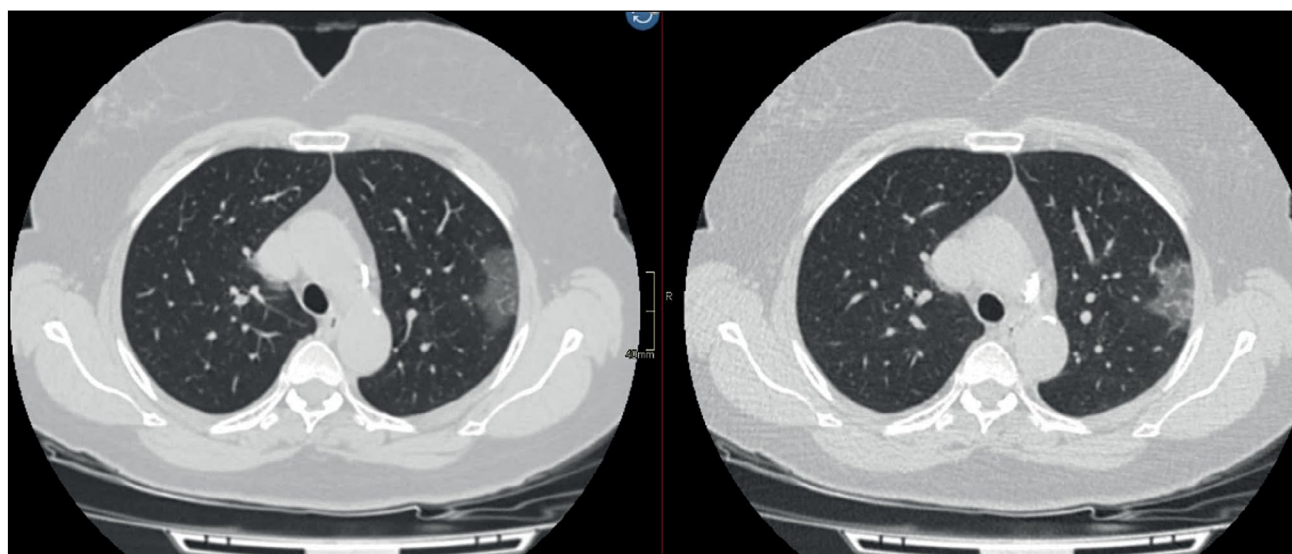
Снижение лучевой нагрузки в 5 раз. Пациентка, 59 лет, индекс массы тела 29 кг/м². Компьютерная томография с мягкотканым фильтром (эффективная доза — 9,7 мЗв), низкодозная компьютерная томография с мягкотканым фильтром (эффективная доза — 2,1 мЗв). В верхней доле левого лёгкого периферическая зона «матового стекла».
